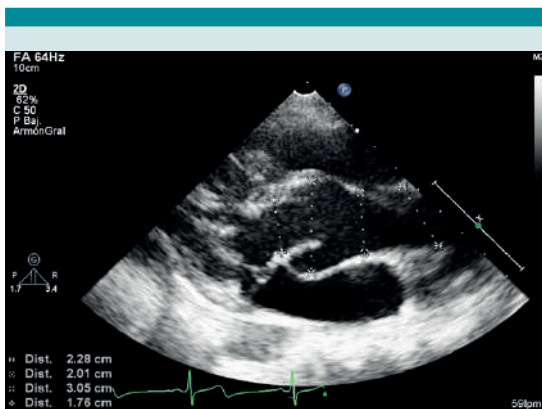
Ecocardiograma 2D, donde se observa la dilatación de los senos de Valsalva.
